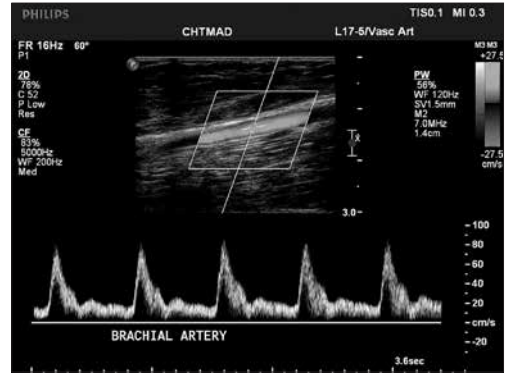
Ultrasound image of a brachial artery.
